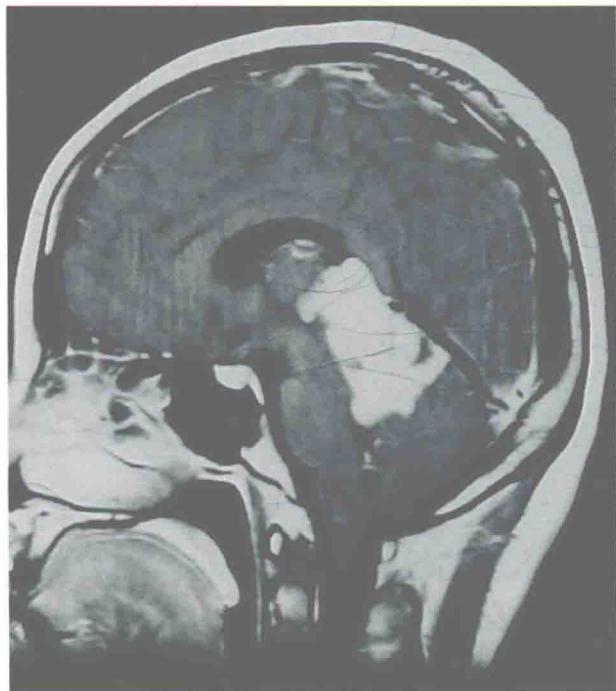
术前 MRI T1 加权像矢状位增强
